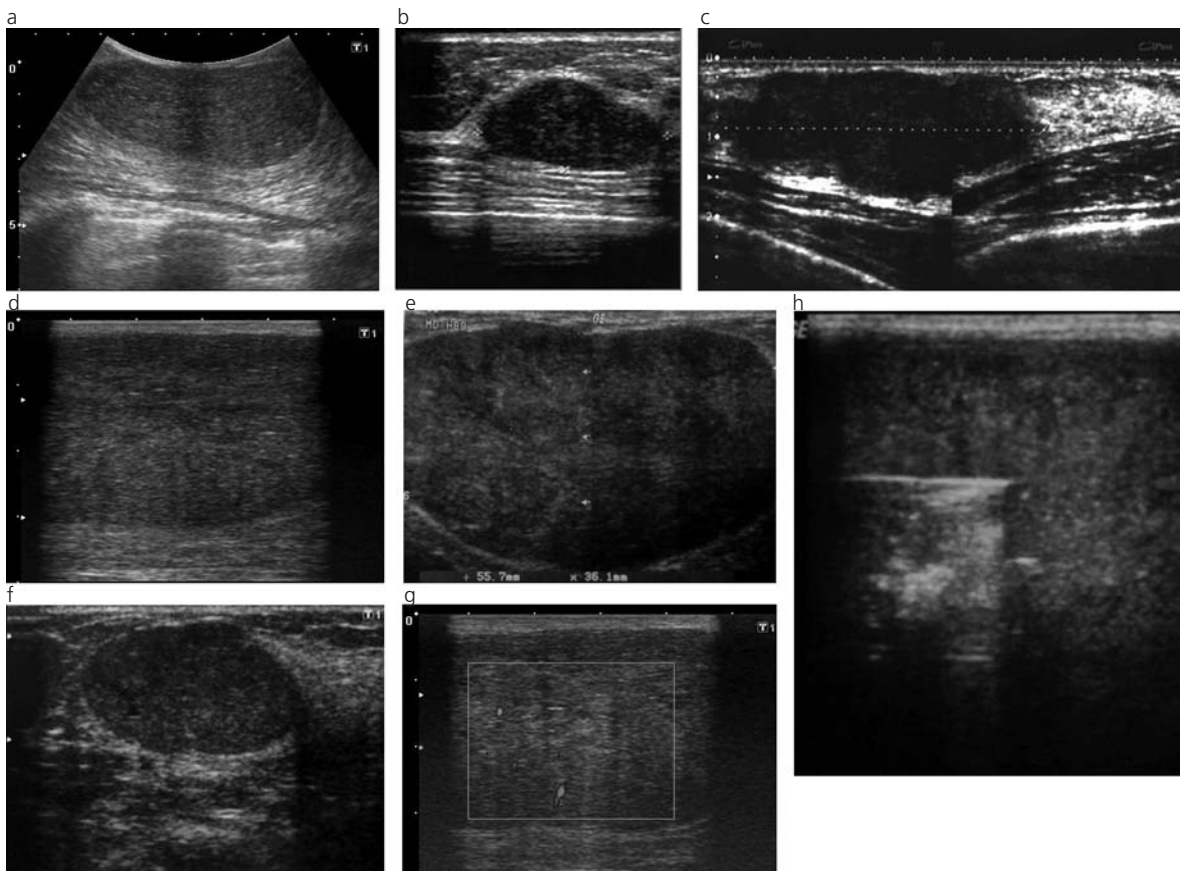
(a - g) Ecografía: nódulos hipoeicosos sólidos, de ecoestructura interna heterogénea y contornos circunscritos y lobulados. En el estudio Doppler color algunos evidenciaron vascularización presente intratumoral. (h) Paciente de 11 años de edad con masa mamaria derecha de rápido crecimiento y 14 cm de diámetro. Imagen de la biopsia por punción bajo guía ecográfica.
